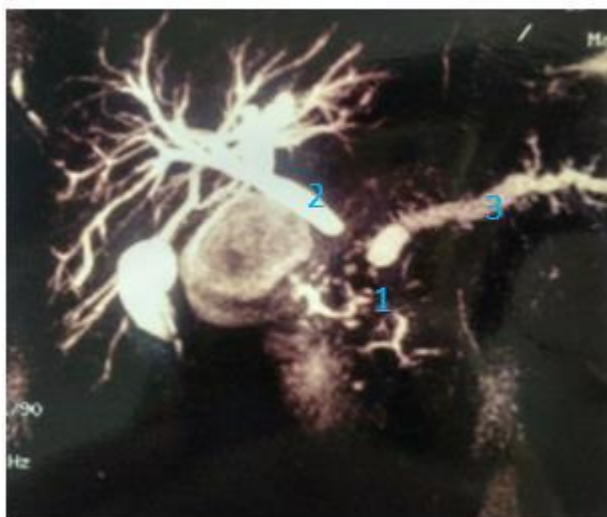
МРТ-холангиопанкреатография в 3D-реконструкции: 1 - образование в головке ПЖ; 2 - выраженная дилатация БТ; 3 - расширенный ГПП
